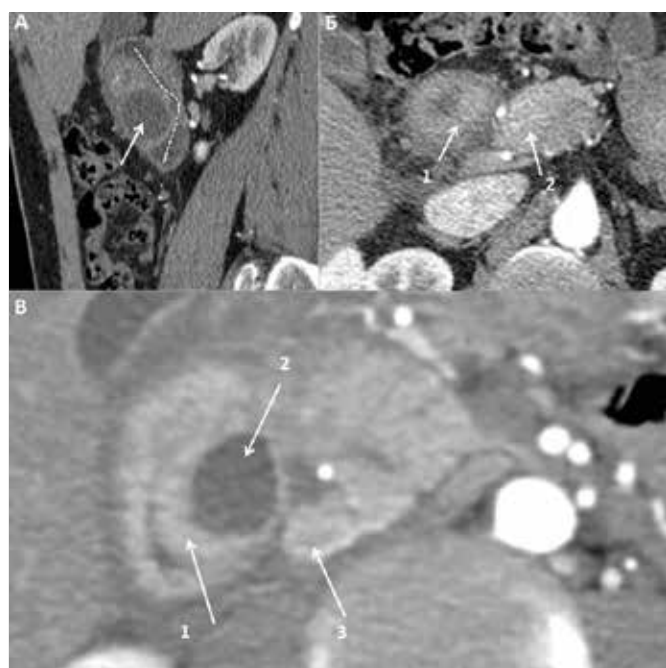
КТ, артериальная фаза контрастного усиления. А – сагиттальная проекция. Кистозная форма ДД. Пунктиром обозначен стенозированный просвет ДПК, стрелкой обозначена киста стенки ДПК. Б – инфильтративная форма ДД. Стрелками обозначено: 1 – утолщенная стенка ДПК; 2 – головка ПЖ. В – кистозная форма ДД. Стрелками обозначено: 1 – утолщенная стенка ДПК; 2 – киста в стенке ДПК; 3 – головка ПЖ.
